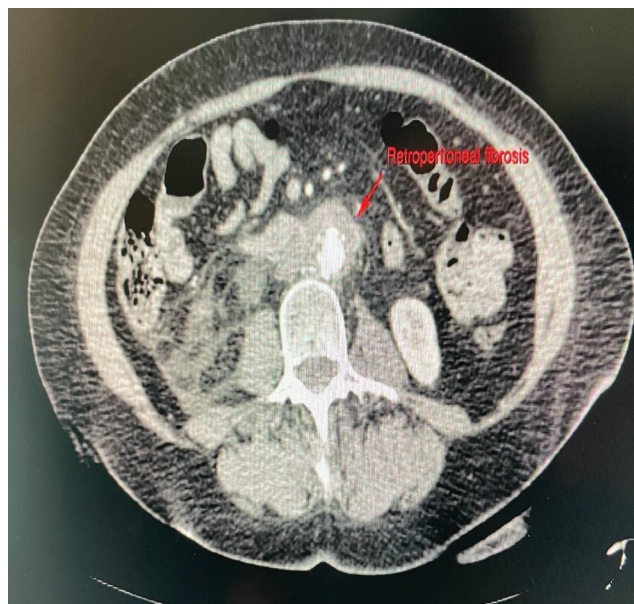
КТ із підсиленням. Поперековий розріз. Ознаки фіброзу навколо черевного відділу аорти
